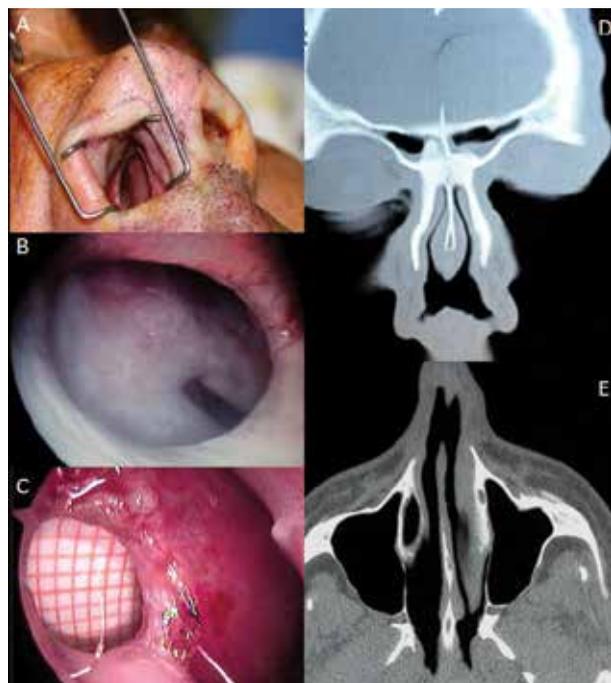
A) Rinoscopia anterior con visualización de la perforación septal. B) Visión endoscópica de la perforación septal. C) Medición con papel milimetrado. D-E) TC de MCF (corte coronal y axial) evidenciando la solución de continuidad de septum nasal.
